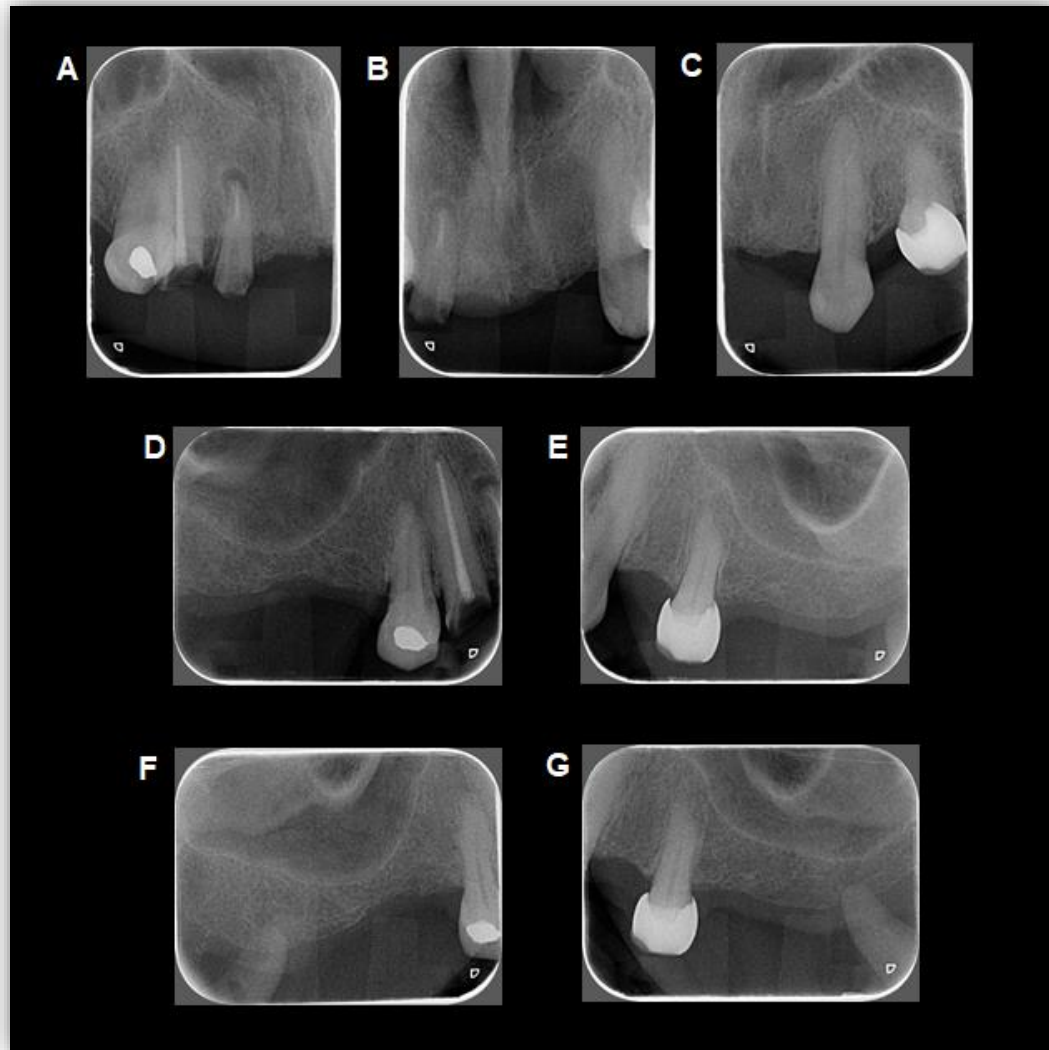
Radiografías dentoalveolares superiores: A) Lateral y canino derechos B) Centrales C) Lateral y canino izquierdos D) Premolares derechos E) Premolares izquierdos F) Zona de molares derechos G) Zona de molares izquierdos. *Fuente directa*
